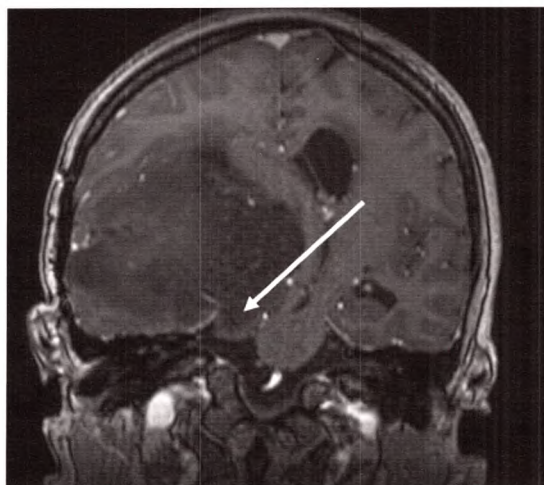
C IRM en vue coronale. Engagement temporel interne droit (flèche).
